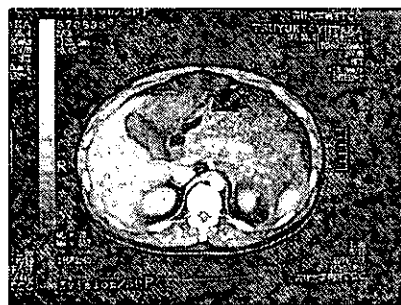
は症例①の治療による CT 画像の変化である。発症から既に 2 日以上経過しており、厚生省のスコアで 6 点であった。センター入室後、プロテアーゼインヒビターの全身投与と持続動注療法を行っていたが、SIRS からの離脱がなく、入室 7 日目の CT で膵周囲の壊死像が認められたためにオープンドレナージを施行した。その後も SIRS が続き、15 日目の CT では壊死範囲が後腹膜腔にまで拡大したため
